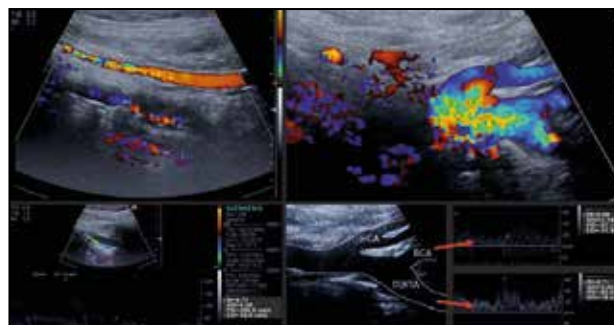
Ultrasound duplex scanning. More than 80% stenosis of the CCA on the right, up to 30–40% stenosis in the ICA ostium, and an abnormal vessel arising from the ICA, with a similar curve on Doppler imaging
